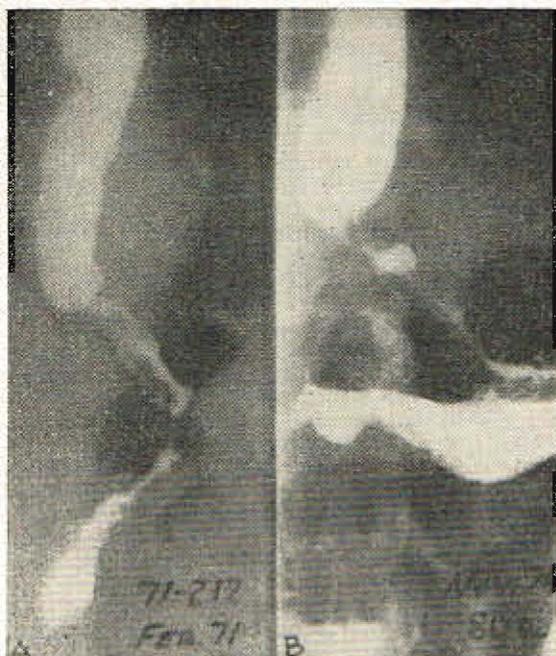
Mujer de 76 años con un adenocarcinoma del tercio inferior del esófago tratada por irradiación con Cobalto 60 en febrero de 1971. A - Radiografía al comienzo del tratamiento. B - Estado a los 3 5 años, clínicamente curada. A los 4 años fue tratada de una metástasis subcutánea de la región lumbar. A los 4.5 años del primer tratamiento se encuentra bien, localmente curada y con 81 años de edad.
